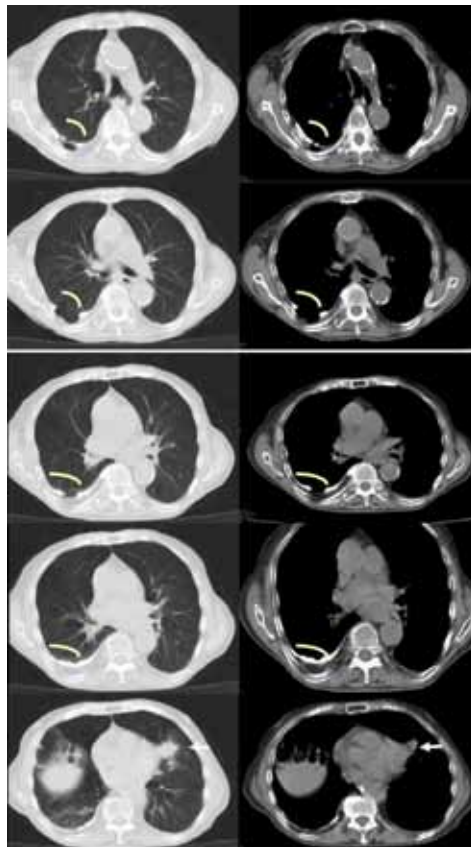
Chest Computed Tomography. No lung cavity is depicted. Extensive right-sided calcified pleurisy with discontinuities and incomplete cavity formations is present (*brackets*). Nodules 3 (*horizontal arrow*), and 1 cm in diameter on the left lower lung field, intestine over the liver and dilated pulmonary artery can also be seen.
